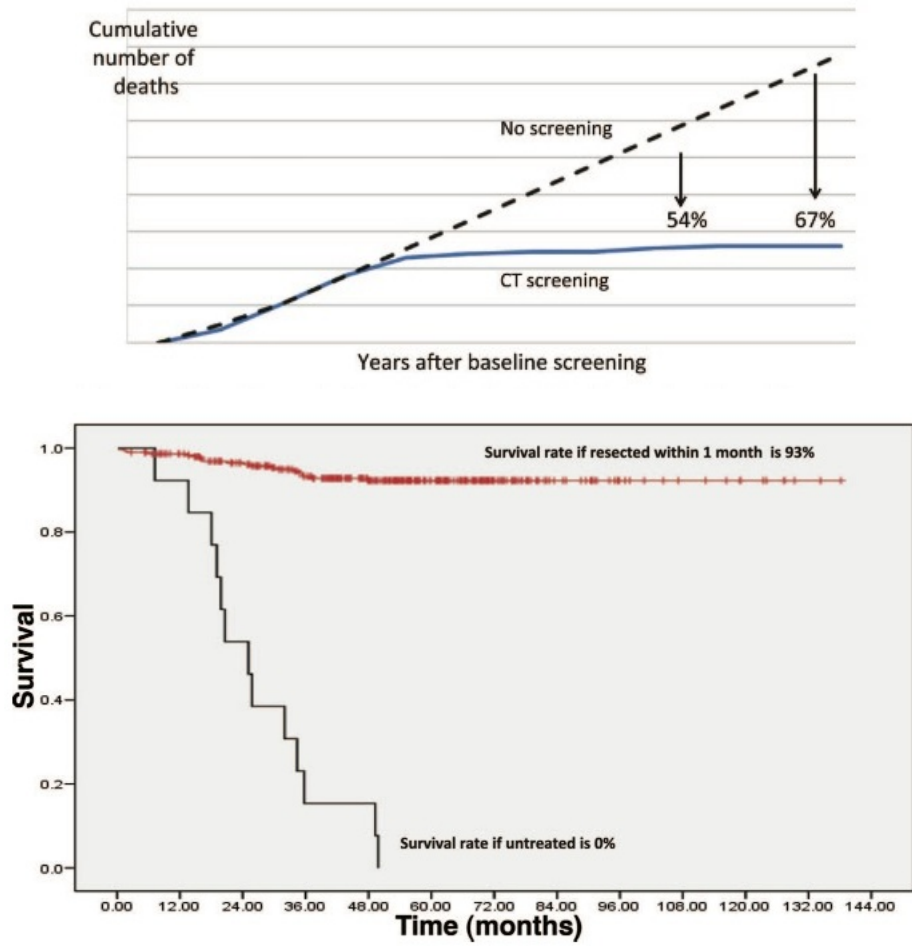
Differenze nel numero di decessi per tumori al polmone nel confronto tra pazienti sottoposti a screening con CT e non (sopra) . Tasso di sopravvivenza per paziente con tumori al polmone di stadio I nel caso sia stato effettuato o meno un intervento di rimozione (sotto). Dati tratti da [23].
